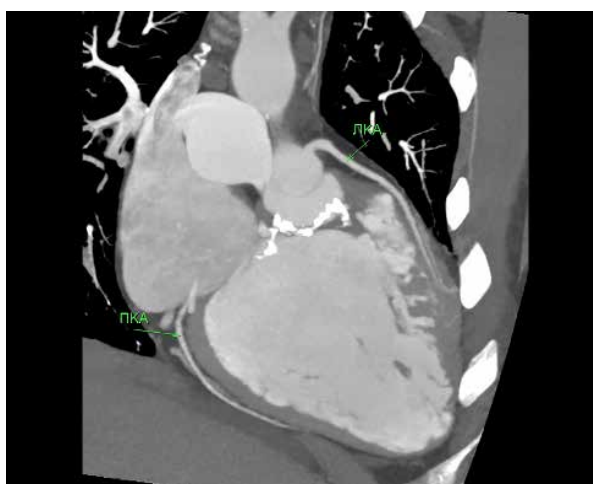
МСКТ, мультипланарная реконструкция, анатомия коронарных артерий.
